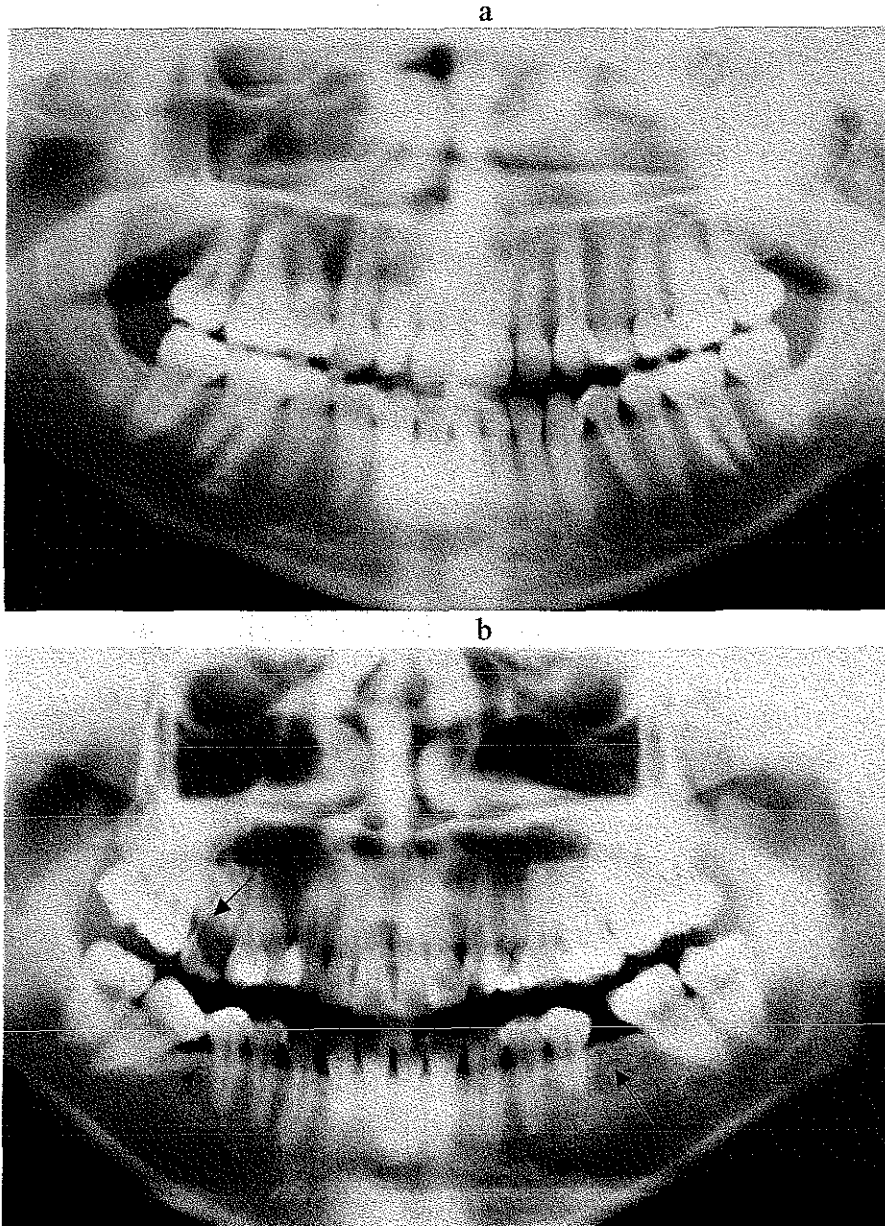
Radiografía panorámica de los pacientes adultos. a. paciente 3BR, se observa que las restauraciones son poco profundas y no presenta tratamiento endodóntico en ningún diente. b. paciente 6AR, en el maxilar superior se observa el primer molar derecho del lado izquierdo destruido. Las inclinaciones de los segundos molares inferiores, debidas a la pérdida de los primeros molares
